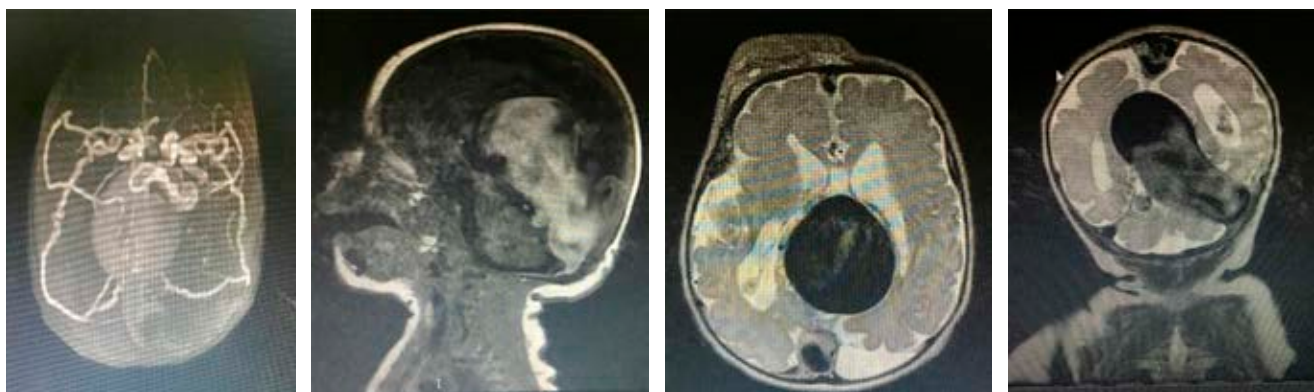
Angiorresonancia cerebral simple. Se observa dilatación del seno longitudinal superior y gran dilatación de la vena de Galeno. Existen pequeñas fístulas con ramas perforantes talámicas izquierdas y derechas. Hay efecto de masa sobre el parénquima cerebral y dilatación secundaria del sistema ventricular supratentorial. Imágenes compatibles con malformación de la vena de Galeno, Yasargil tipo II.
